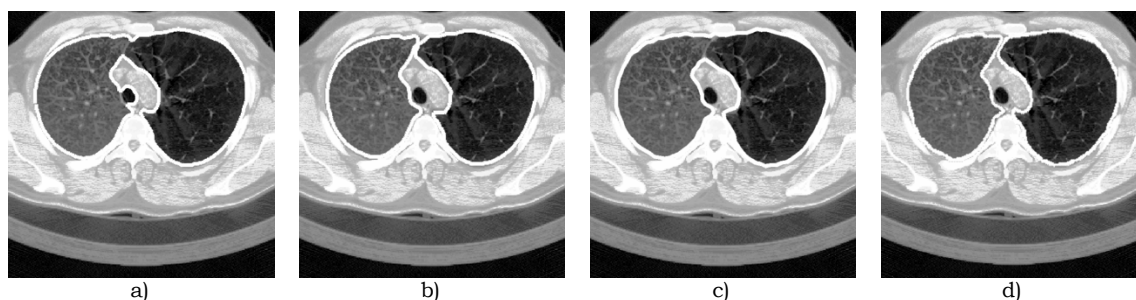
Imagem equalizada de TAC da região pulmonar intermédia com sobreposição visual das regiões pulmonares, com os contornos: a) b) e c) obtidos pelos Métodos Rápido, com Separação de Pulmões e Contornos Activos, respectivamente; d) de referência.
